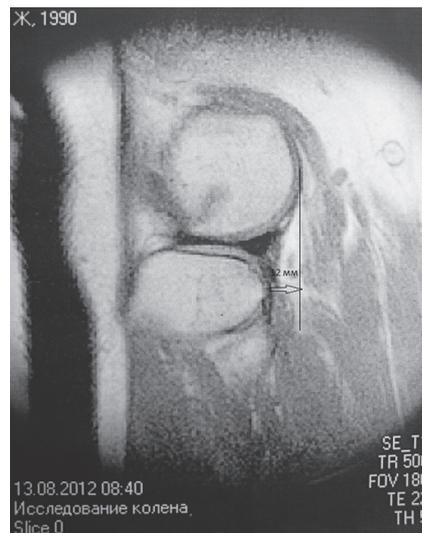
Вычисление величины переднего подвывиха голени на срезе МРТ коленного сустава
